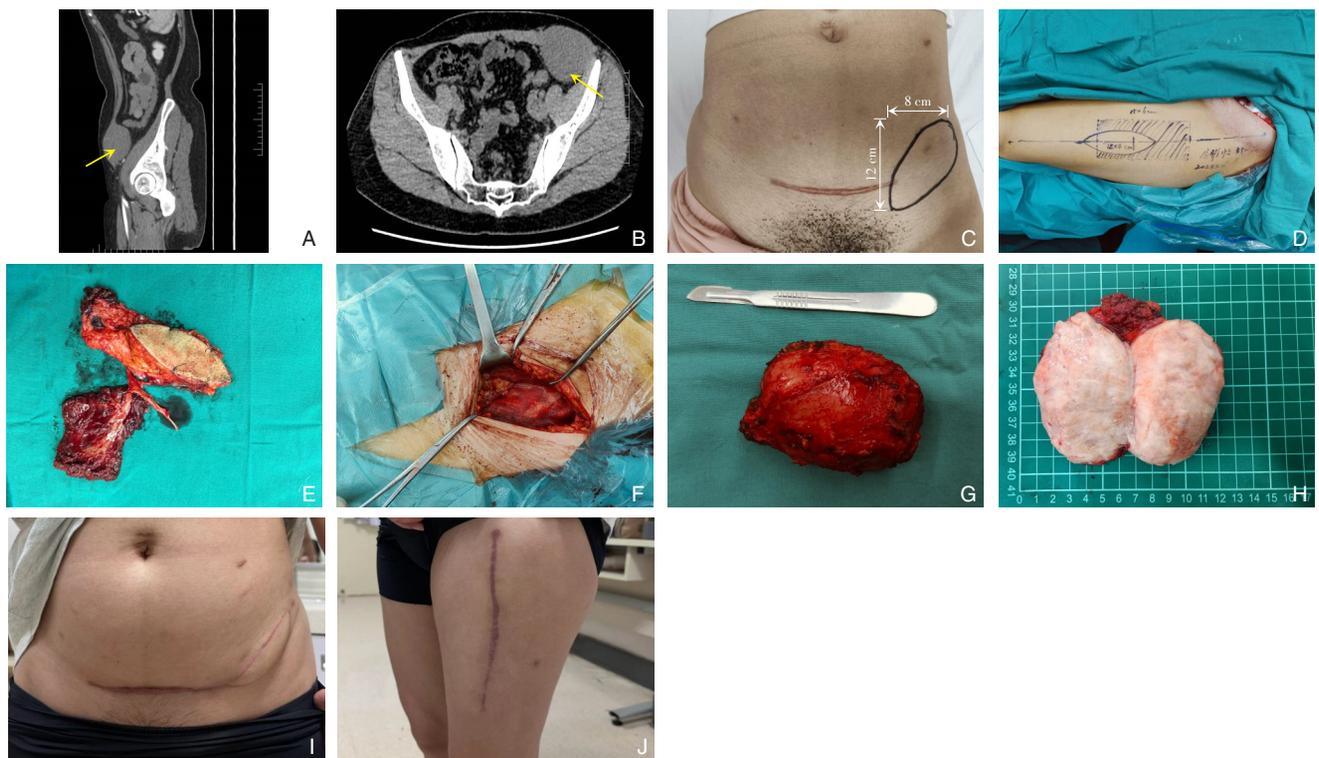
腹壁硬纤维瘤患者围手术期相关图片 A-B: 术前CT影像; C: 肿瘤位置及范围; D: 左侧大腿游离肌皮瓣及血管设计; E: 肌皮瓣游离完成; F: 肌皮瓣及补片固定完成; G-H: 切除的肿瘤大体标本; I-J: 术后3个月随访切口情况
